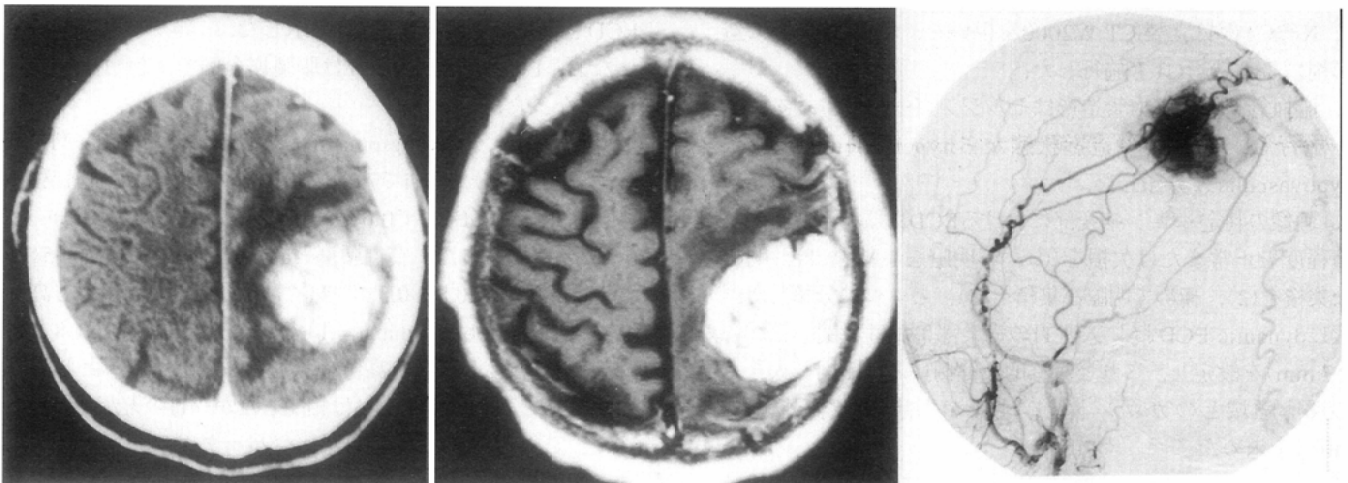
B. An enhanced mass was recognized with enhanced CT (left) and Gd-DTPA MRI (middle). Hypervascular tumor fed by middle meningeal artery was seen at the left parietal lobe with DSA (right).
